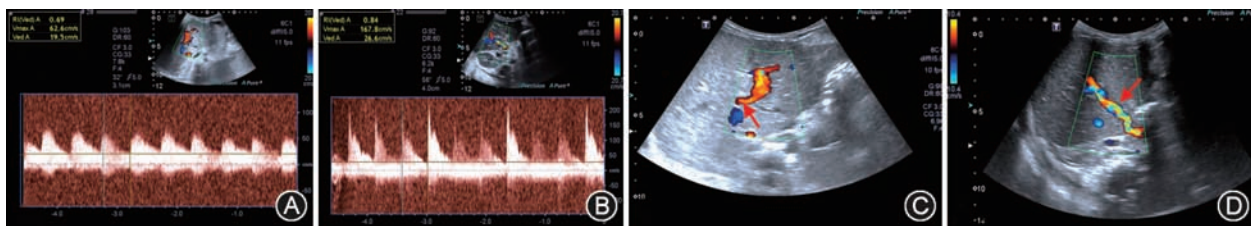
肝移植术后肝动脉急性血栓形成超声图像 患儿,8 个月,原位肝移植术后 5 d;A:小儿全肝移植术后第 1 天,肝内门静脉左支旁测及伴行肝动脉血流;B:肝内门静脉右支旁测及伴行肝动脉血流;C:术后第 5 天肝内门静脉左支旁未显示伴行肝动脉血流信号(箭头);D:肝内门静脉右支旁未显示动脉血流信号(箭头),超声考虑肝动脉栓塞可能,患儿再次行手术外科探查
